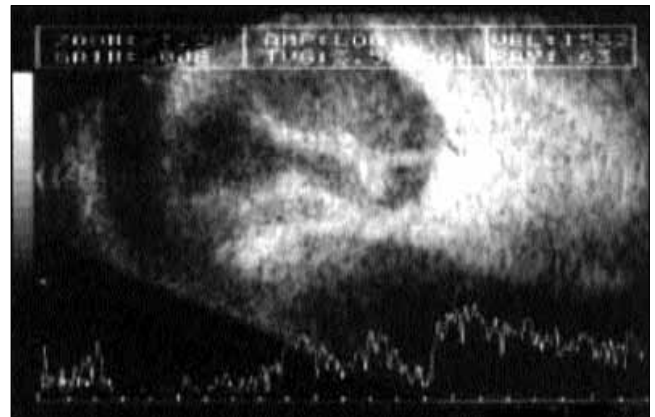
Masywny krwotok nadnaczyniówkowy w badaniu ultrasonograficznym w projekcji B, 3. doba po zabiegu odwarstwienia siatkówki.
